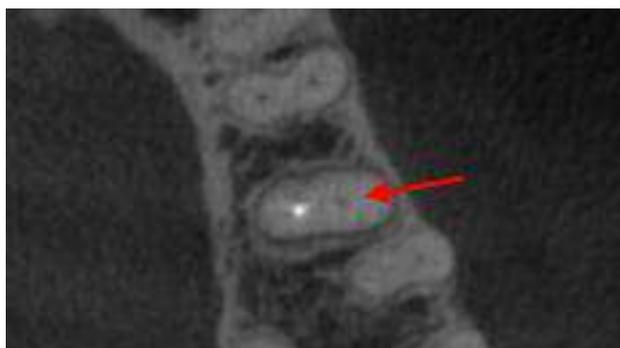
(c) : le CBCT montre un canal vestibulaire qui n'a pas été traité lors du traitement endodontique précédent (flèche rouge).
